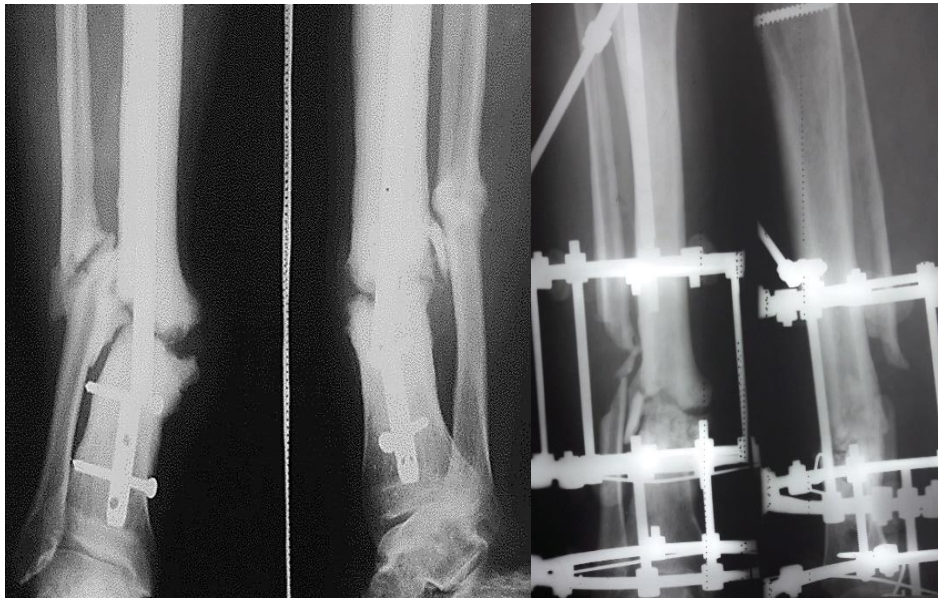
Рентгенограми гіпертрофічного септичного незрощення до лікування і на етапі фіксації спице-стержньовим апаратом в монолокальному режимі з дозованим виправленням наявних кутових зміщень з дистракцією. Зовнішній вигляд кінцівки.
